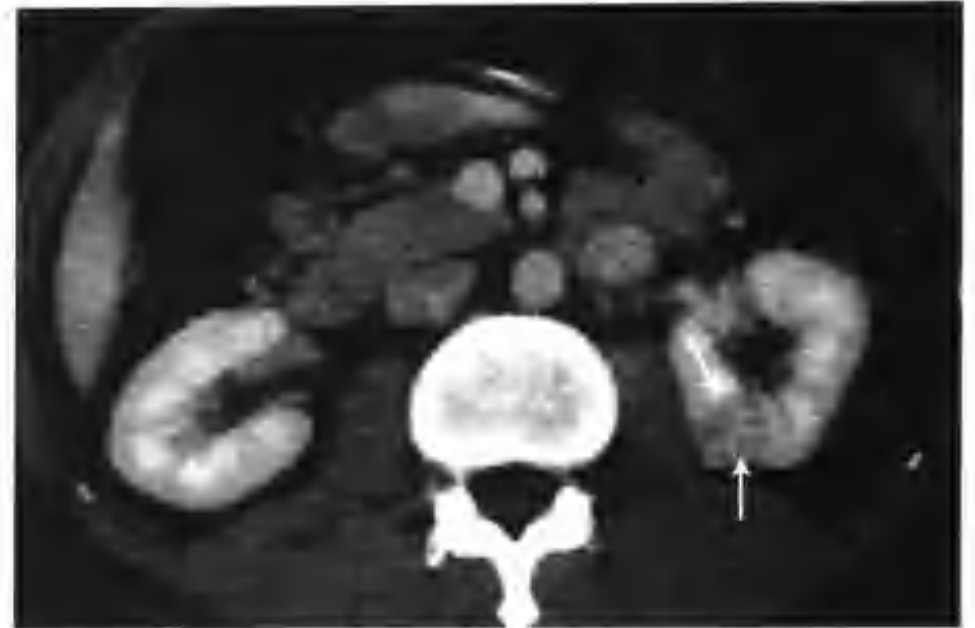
与图 2-1-1 为同一病例, 示肾实质期病灶强化减低, 密度较正常肾实质低, CT 值 103HU (箭头)
